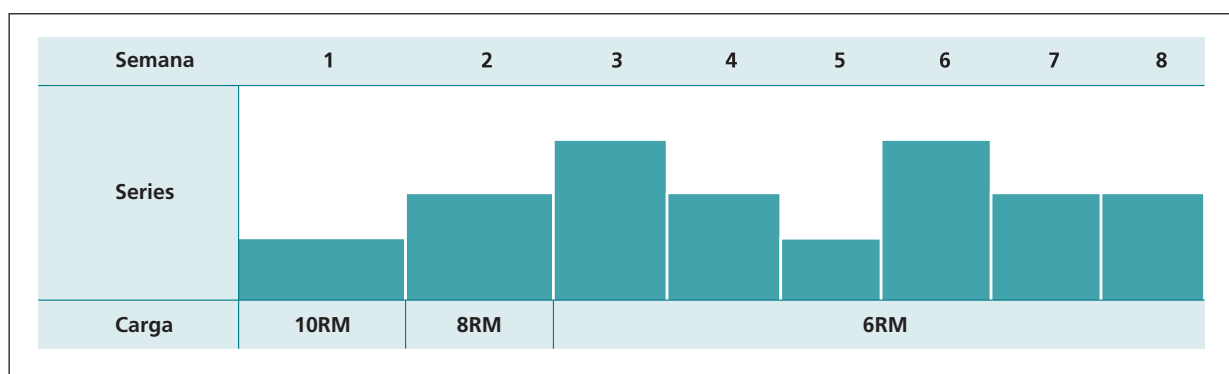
Periodización ondulatoria utilizada durante el entrenamiento. RM= 1 Repetición Máxima.
